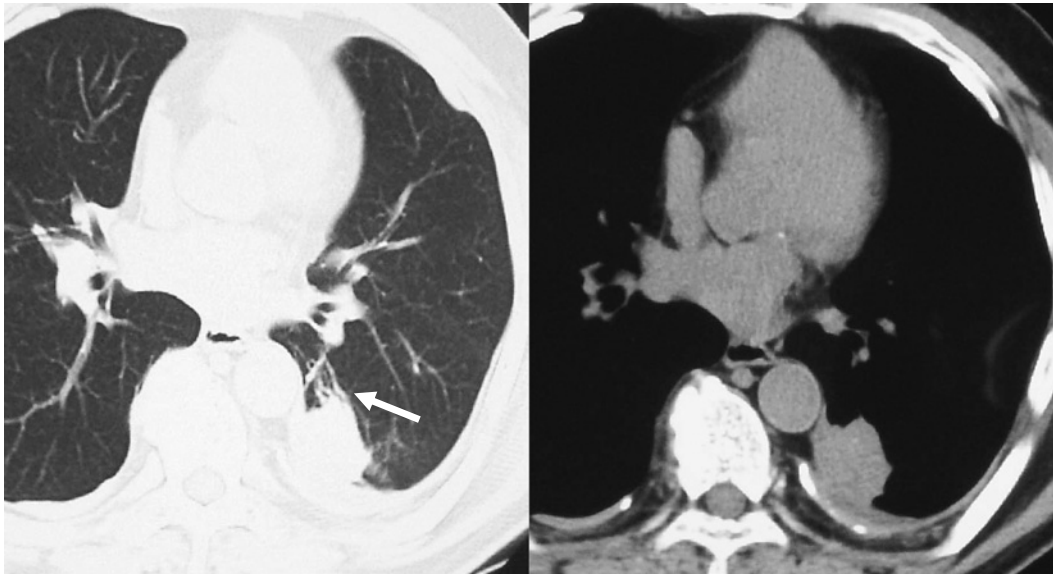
Chest CT on admission showed the mass with comet tail sign (arrow). The mass had enlarged compared with the mass at Figure 2.
